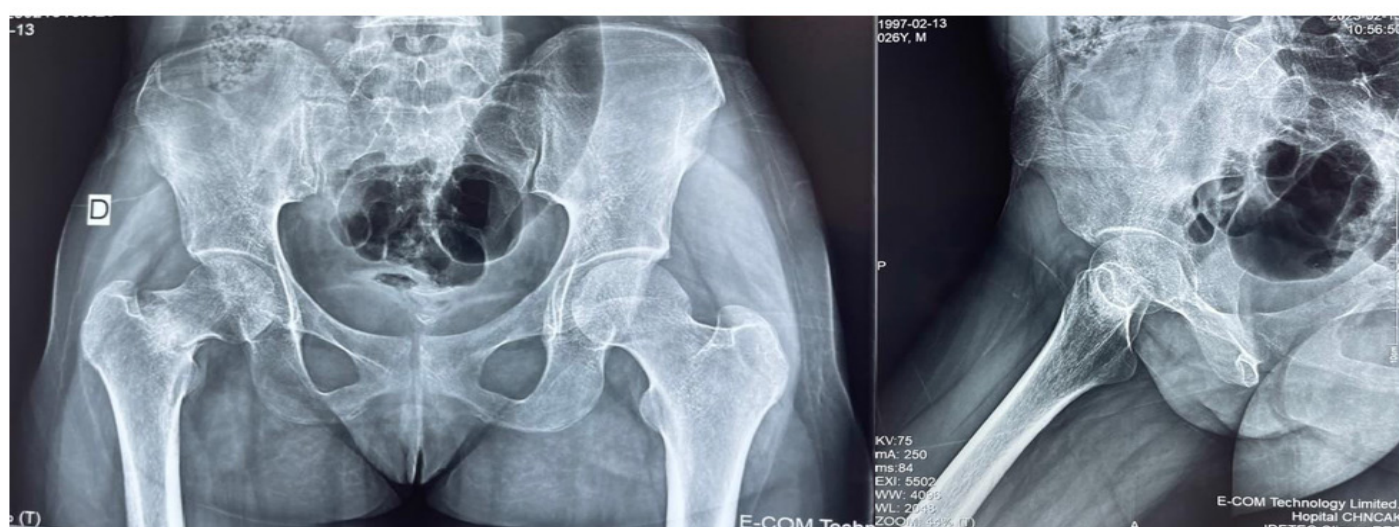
X-ray showing a coxa-vara displaced fracture of the right femoral neck with a cervico-diaphyseal angle measured at 113° and a sclerotic appearance of the edges.
